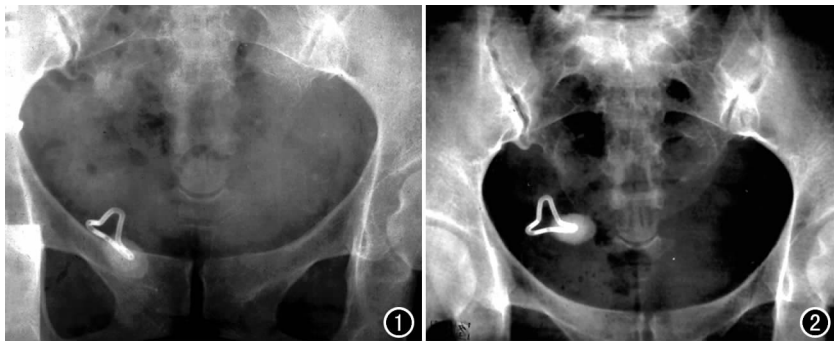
X 线平片示类圆形致密影, 约 2.2 cm × 1.5 cm, 与节育环相连。
